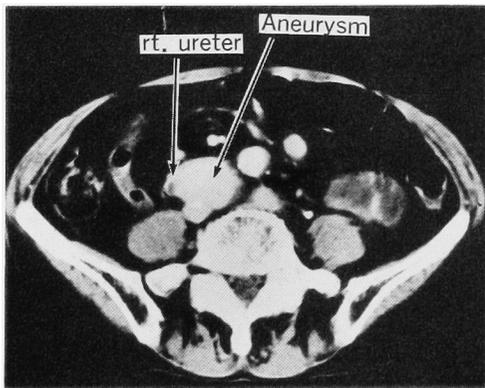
An enhanced CT scan showed right ureter encased with right common iliac aneurysm.
